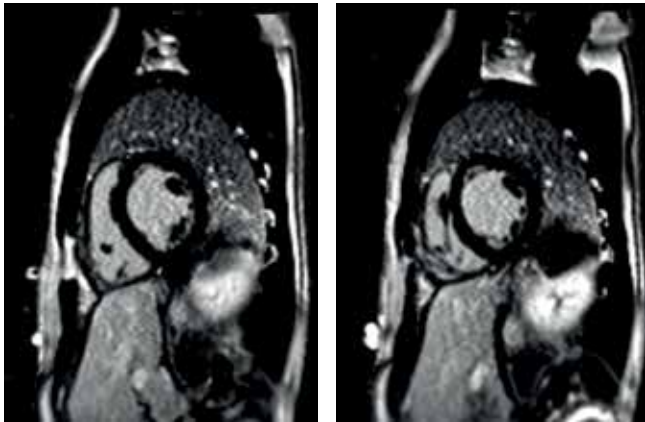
(А, Б). МРТ сердца. А — проекция по короткой оси на уровне верхушечных сегментов; Б — проекция по короткой оси на уровне средних сегментов.
